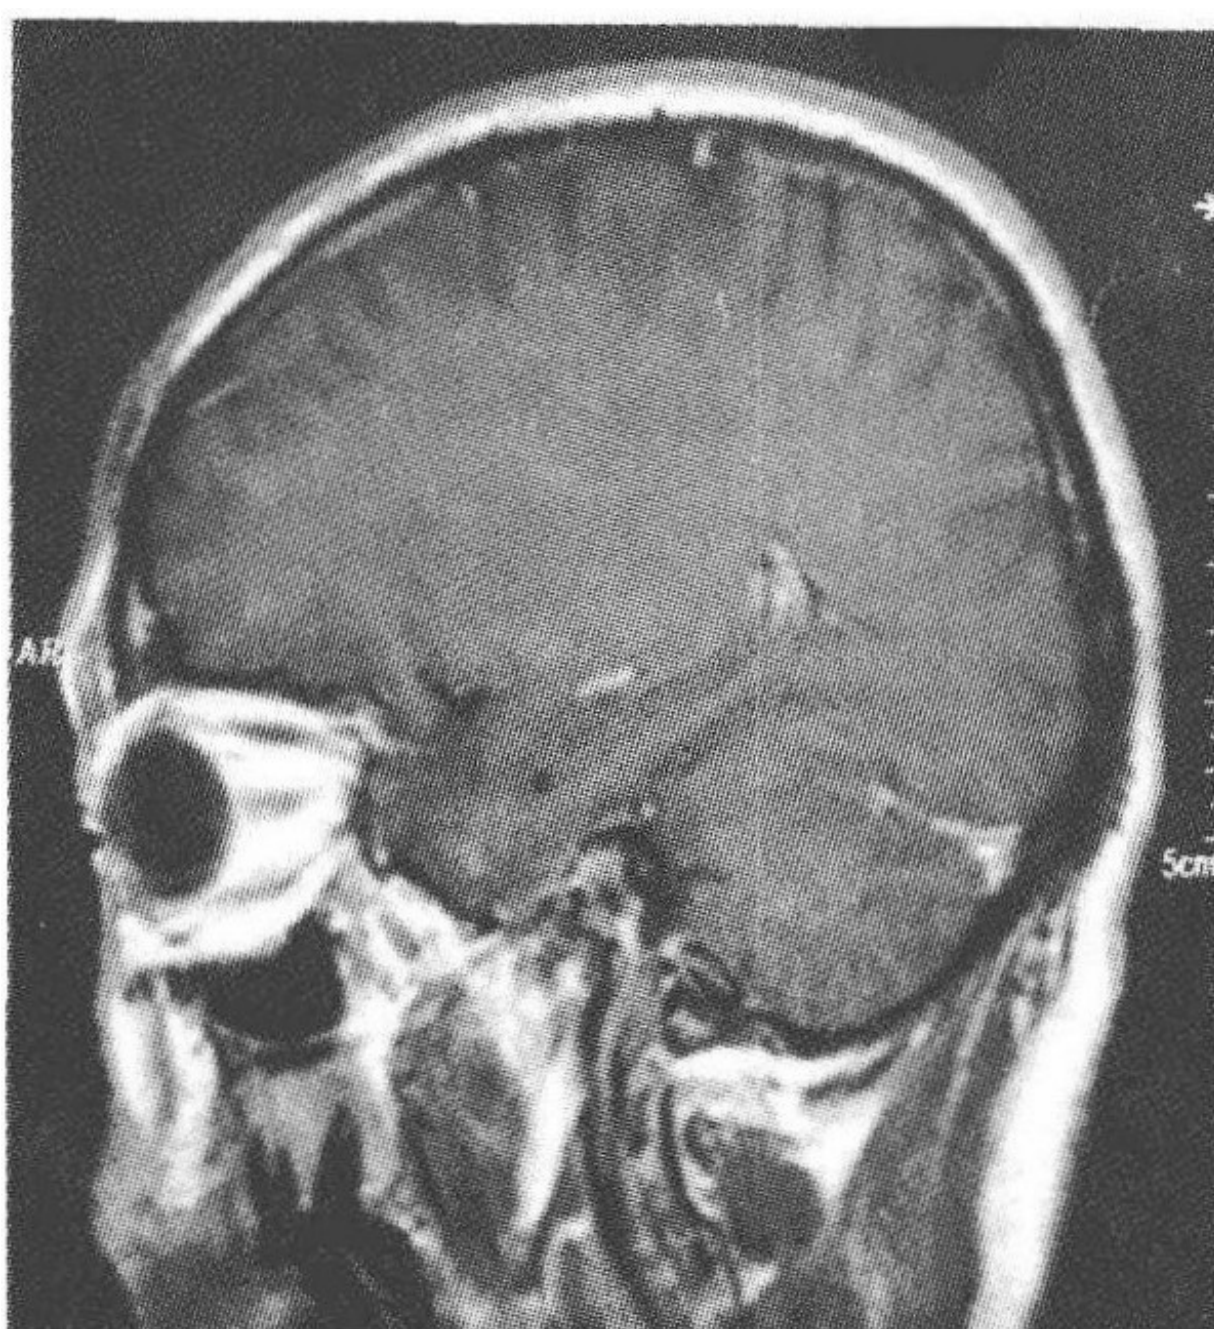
治疗后复查头部 MRI 见硬脑膜强化明显减轻
